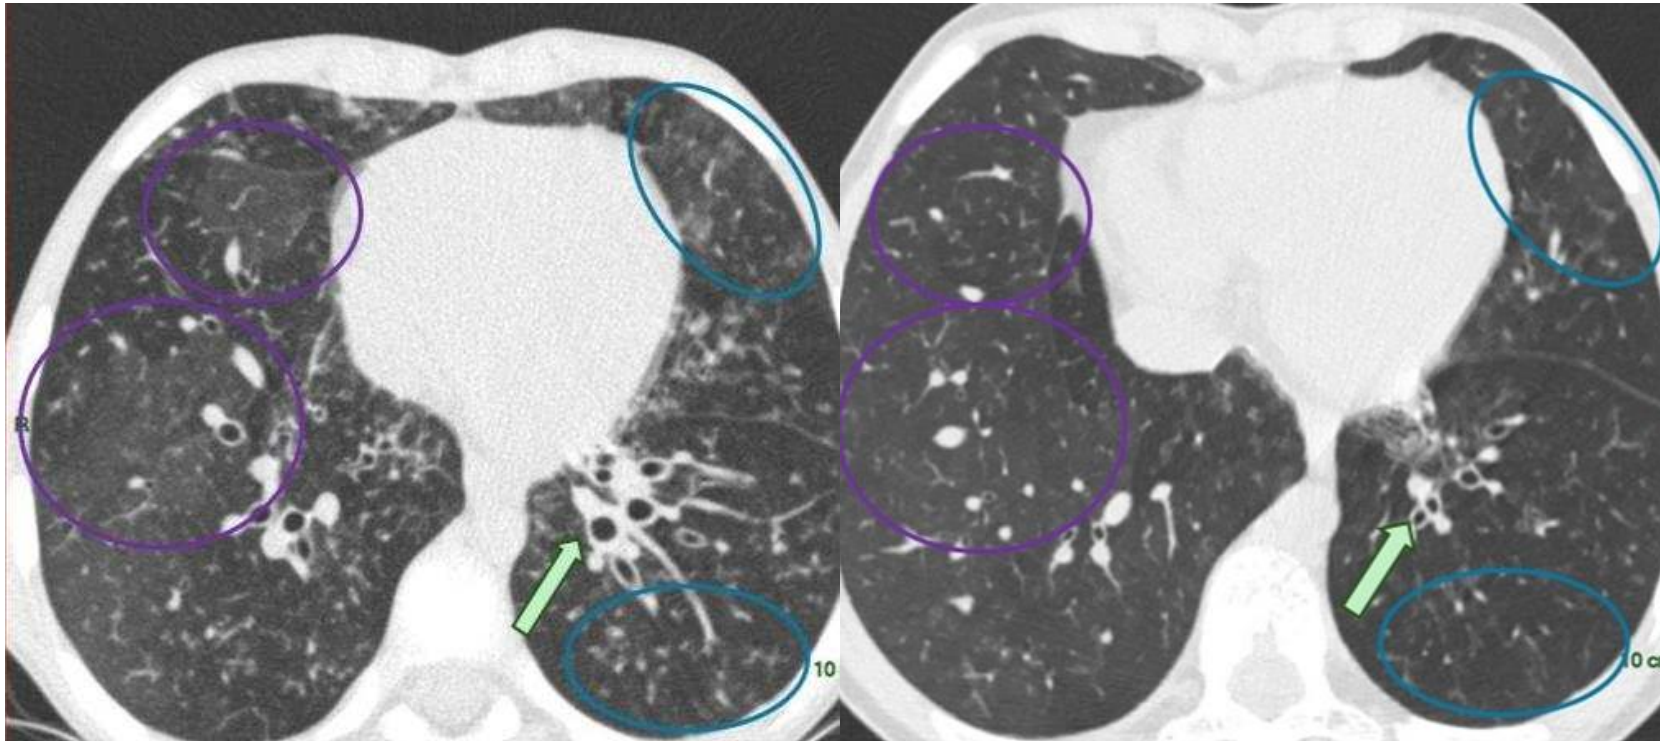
Cortes axiales de TC antes y tras 18 meses bajo tratamiento con Kaftrio: reducción del calibre de las bronquiectasias (flecha verde), con desaparición de las mismas en lóbulo inferior derecho; resolución del patrón de árbol en brote en lóbulo superior derecho y LII como enfermedad de la pequeña vía aérea (círculo azul) y, así mismo, desaparición del patrón de atenuación en mosaico en relación con el atrapamiento aéreo (círculo morado).
